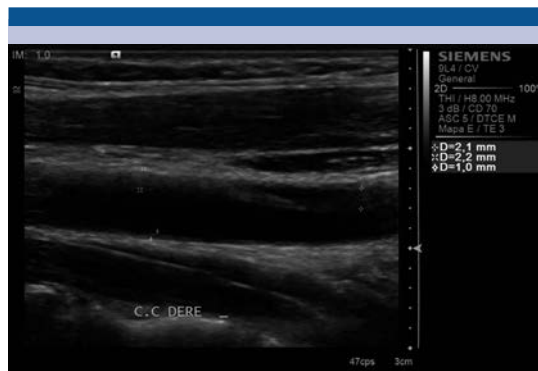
Ultrasonido en escala de grises, donde se identifica placa estable blanda, localizada en la pared anterior de la arteria carótida común derecha, la pared posterior presenta engrosamiento de la íntima-media.
